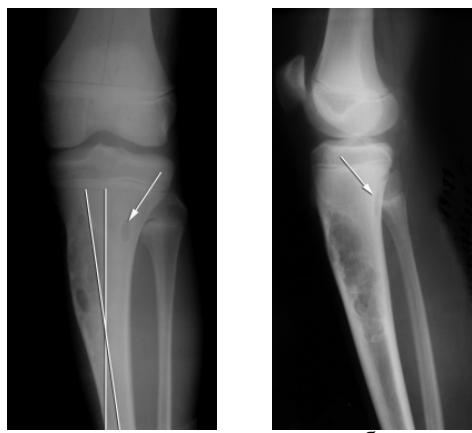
Больной О., 13 лет, диагноз: неоссифицирующаяся фиброма и метафизарный фиброзный дефект проксимального метадиафиза большеберцовой кости (показан стрелкой) и сформировавшееся на этом фоне вальгусное отклонение оси пораженной кости: а, б – рентгенограммы коленного сустава в прямой и боковой проекциях; в, г – компьютерные томограммы.
